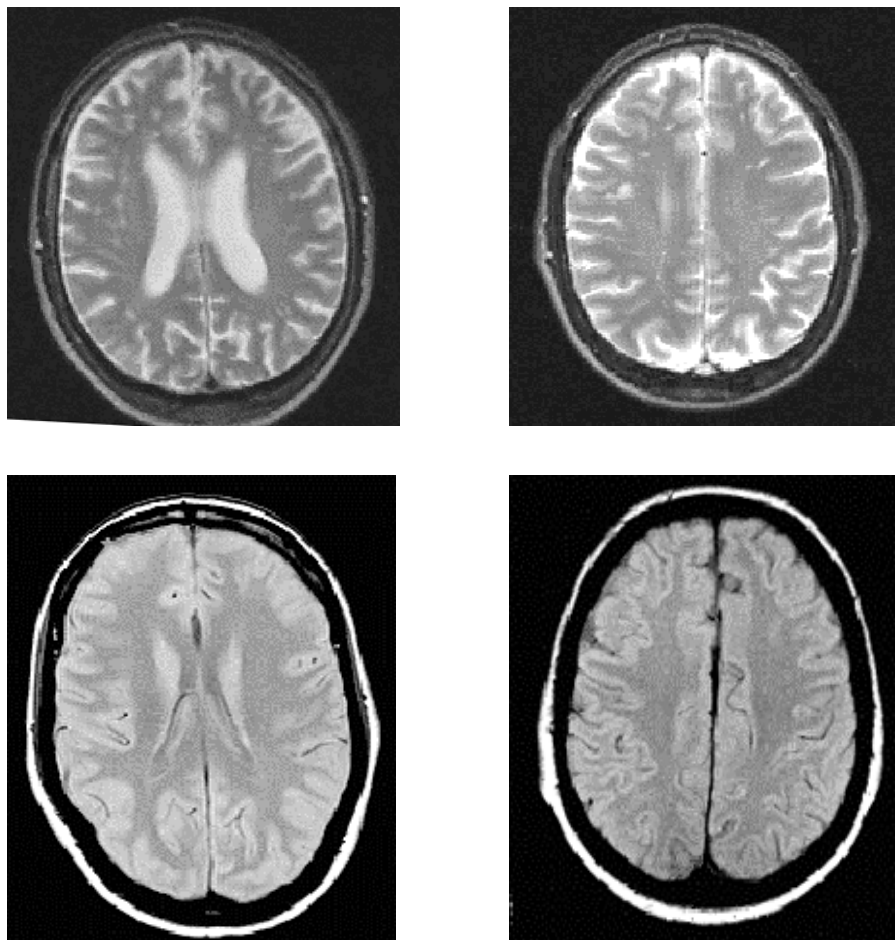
oben: MR- Bilder (T2- gewichtet) depressiver Patienten. Links: 61 jährige unipolar depressive Patientin und rechts: 71 jähriger unipolar depressiver Patient. Es sind deutlich vor allem frontal betont hyperintense unspezifische Läsionen sichtbar. Unten: MR- Bilder (FLAIR) von gesunden Kontrollen. links: 78 jährige weibliche Kontrolle und rechts: 58 jährige weibliche Kontrolle. Es ist keine Häufung frontaler Läsionen zu sehen.
